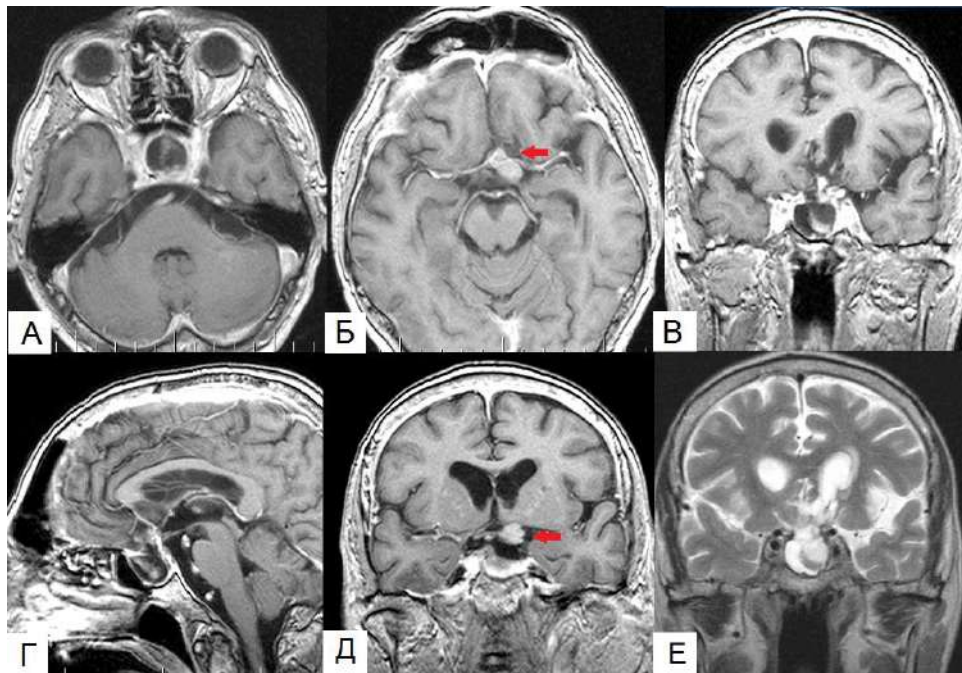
Клинический пример № 5. МРТ головы с контрастным усилением через 3 мес. после операции – субтотальное удаление опухоли. Красная стрелка указывает на остаток опухоли в области правой ПМА.
